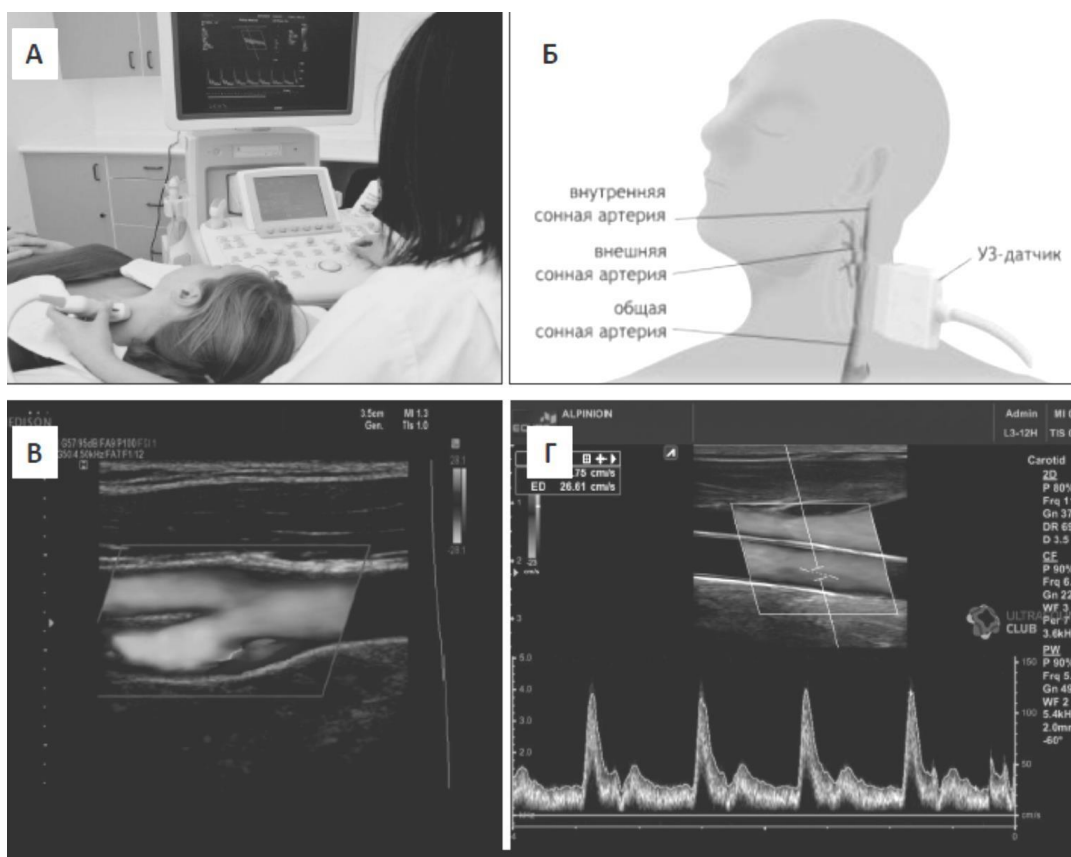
УЗИ общей сонной артерии и её ветвей:
